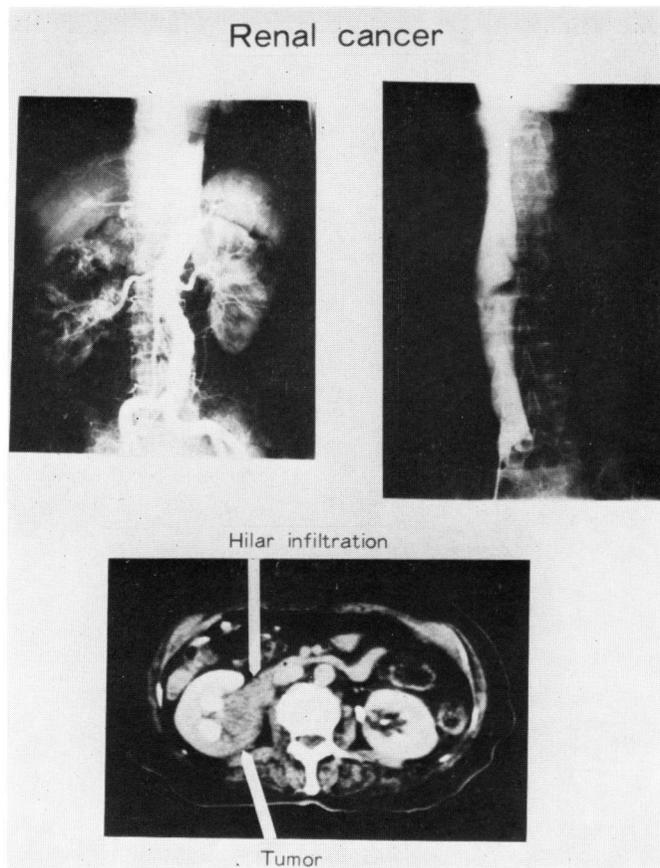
Renal cancer. CT shows tumor infiltration to renal hilus.
